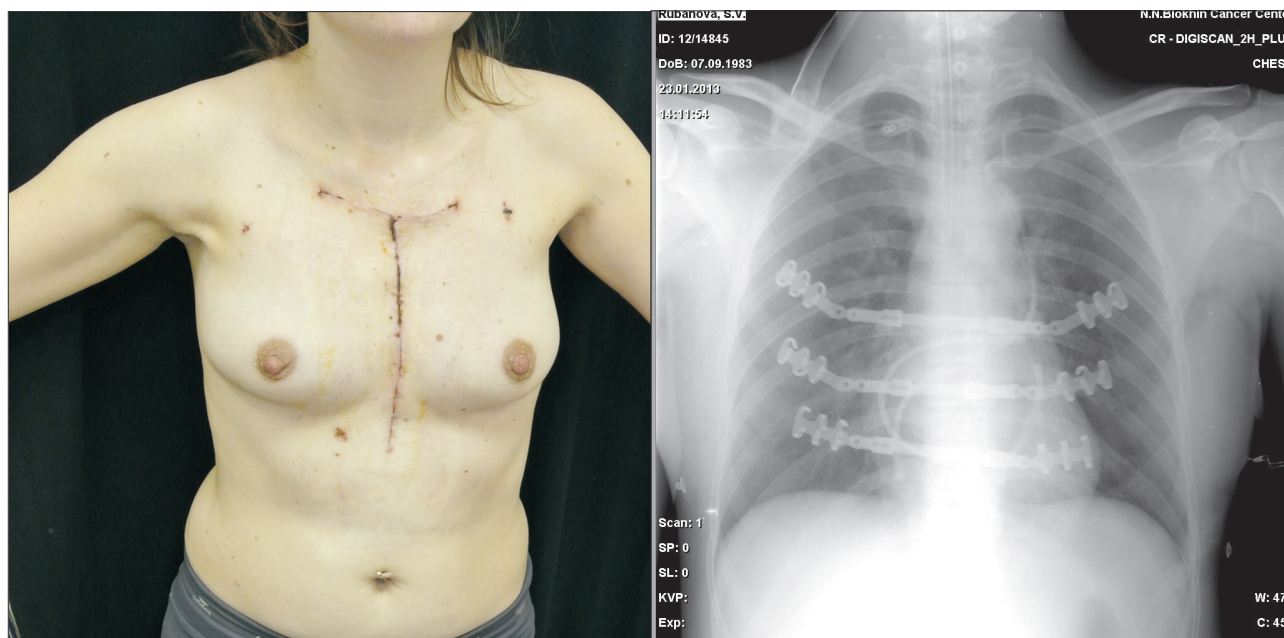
Внешний вид и рентгенологическое исследование через 2 нед после операции
